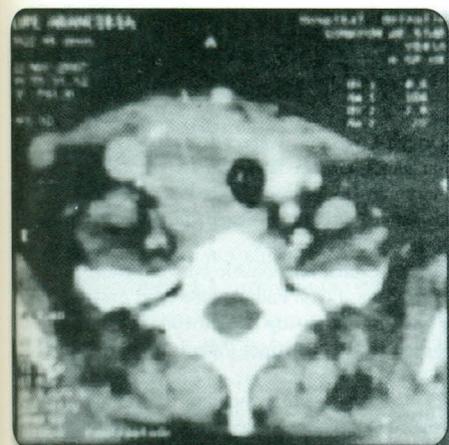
Tomografía Computarizada
